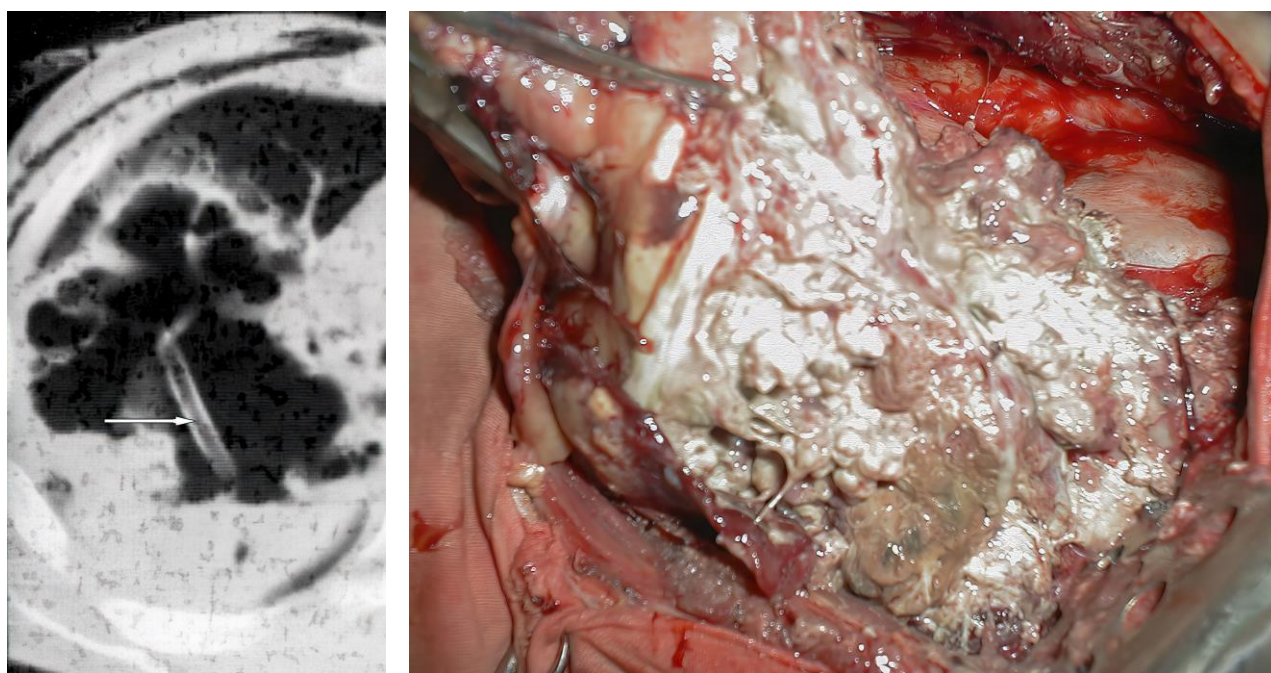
Слева – МСКТ грудной клетки: гангренозный абсцесс нижней доли левого легкого, в полости гнояника дренажная трубка (→). Справа – интраоперационное фото: нижняя доля с полостью гнояника, культями субсегментарных сосудов и бронхов. (Фото из архива кафедры)
